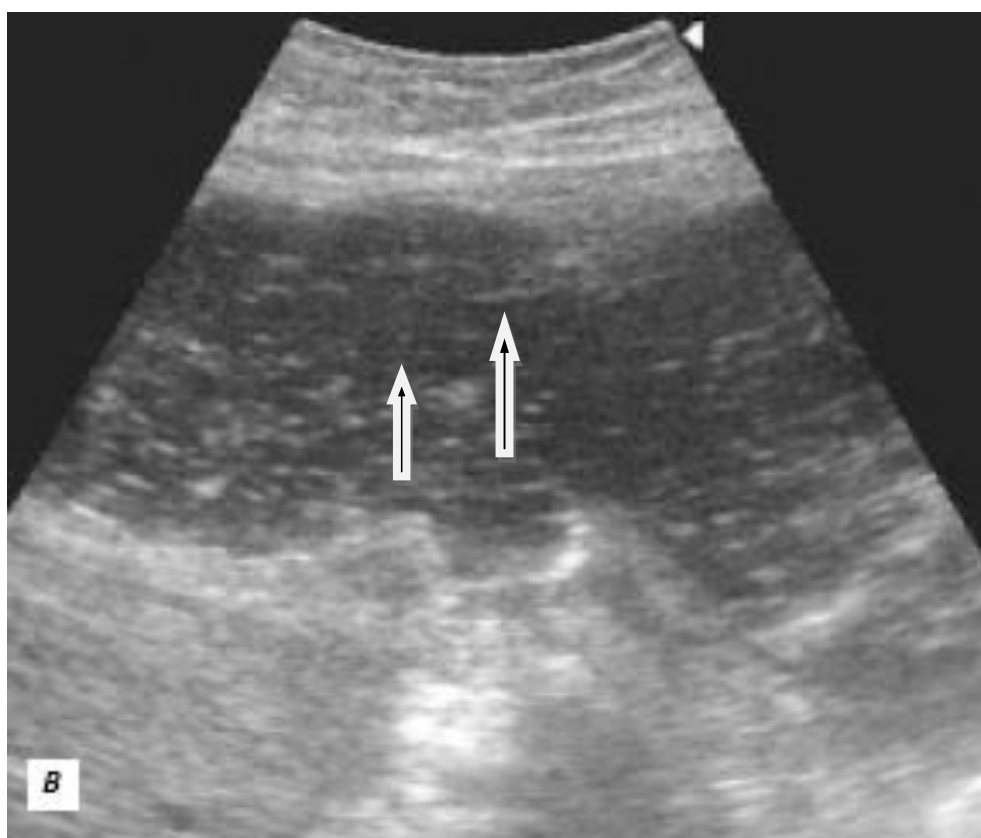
УЗИ. Хроническая пенетрирующая дуоденальная язва
